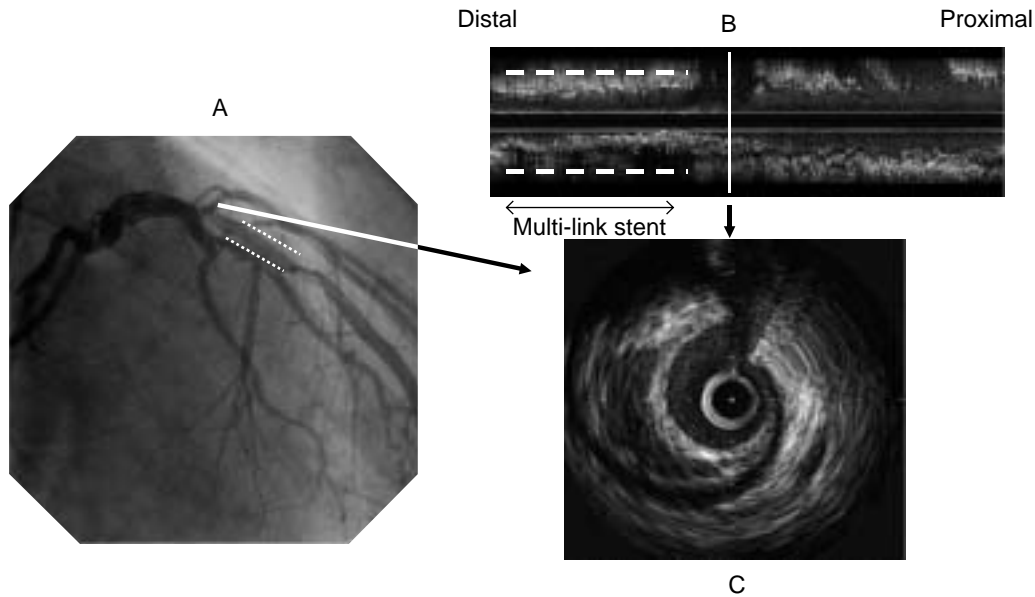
Initial coronary angiogram and intravascular ultrasound images after coronary intervention
